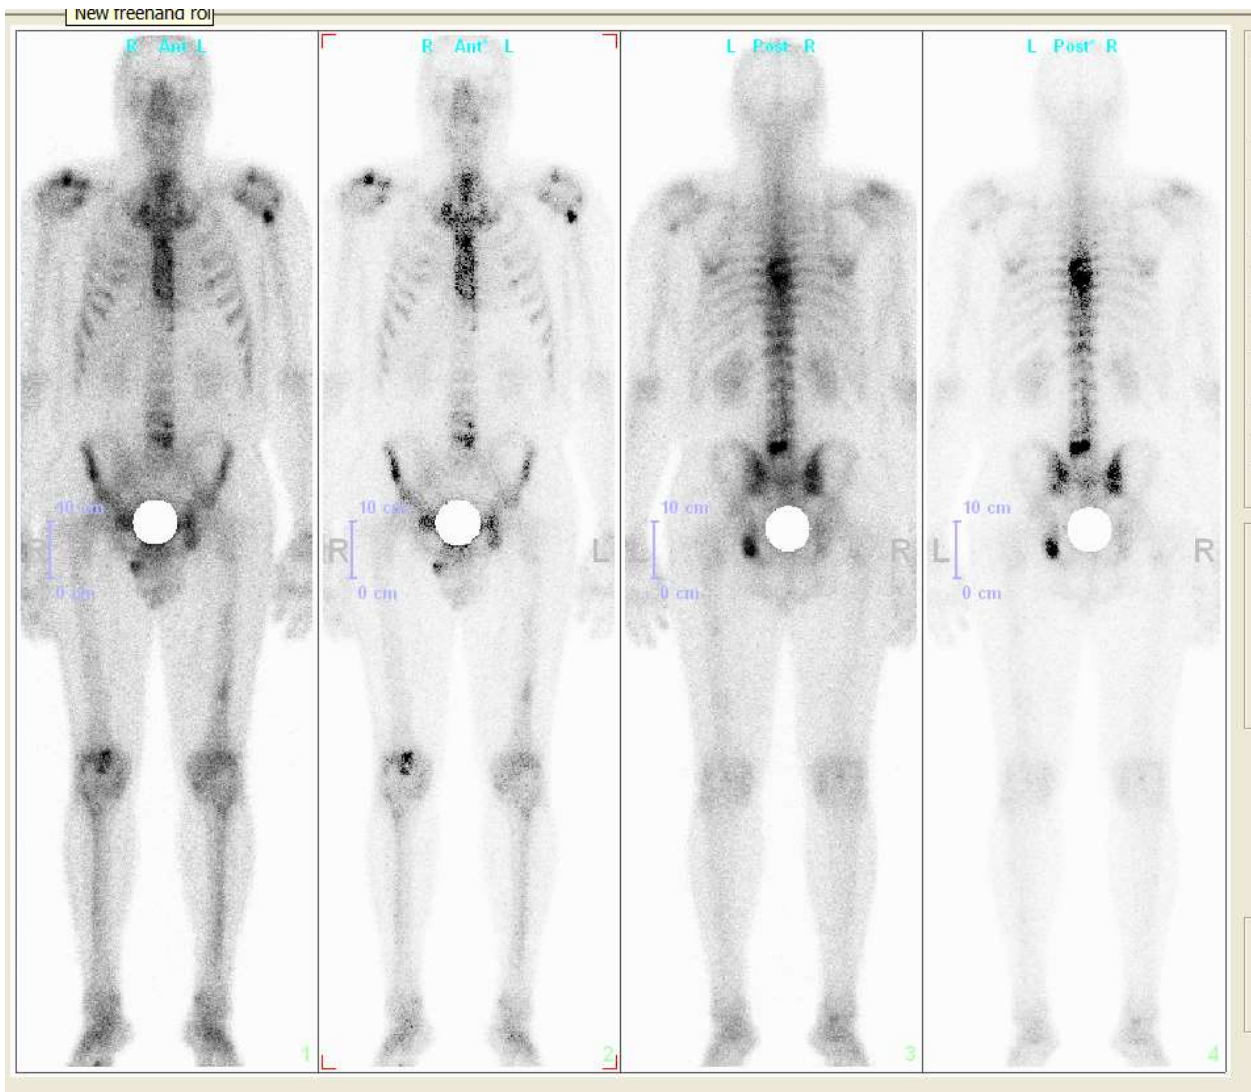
Остеосцинтиграма з $^{99m}\text{Tc-MDP}$ хворого Г.
